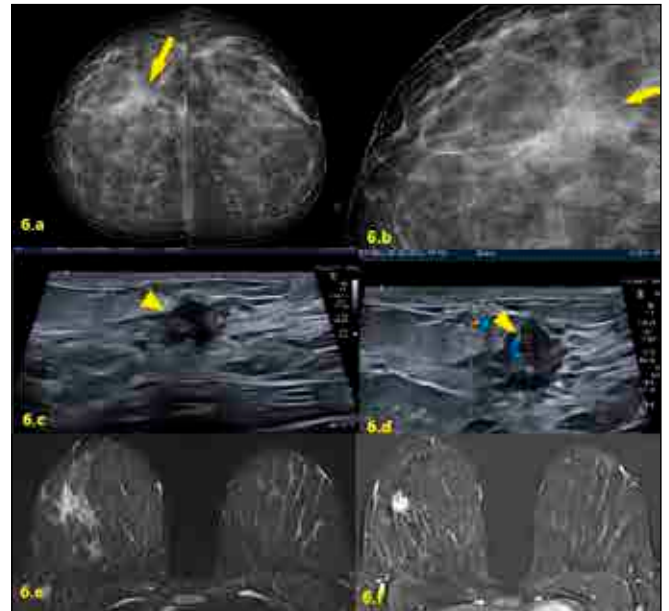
Sclerosing Papilloma. Asymmetric opacity and a few low-density rare microcalcifications are observed in right breast craniocaudal MMG (6.a,b). A suspicious lesion with architectural distortion, irregular shape, ductus-related fibrovascular stem-like vascularity is observed in US (6.c,d). Then, in MRI imaging, the lesion is seen in the T2W intermediate signal, and subtraction shows rapid contrast enhancement in the second minute dynamic image (6.e,f). Since ductal carcinoma could not be ruled out, a biopsy was performed and the pathology result was sclerosing papilloma. (The lesions described in figures 5 and 6 were obtained from the same case.)
